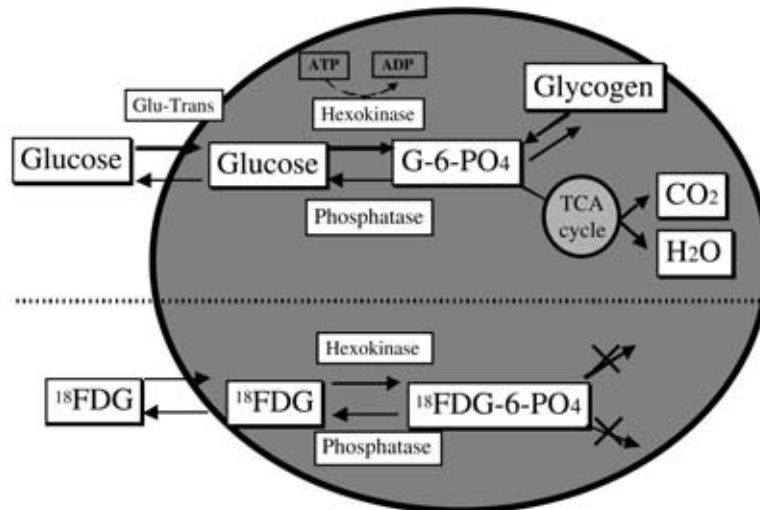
Metabolism of glucose and FDG.
